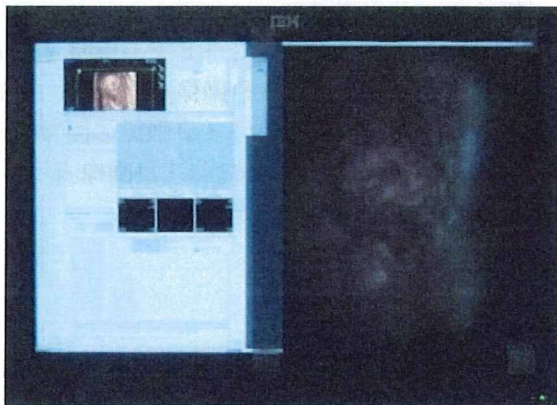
ボランティアの胎児超音波データによる検証
